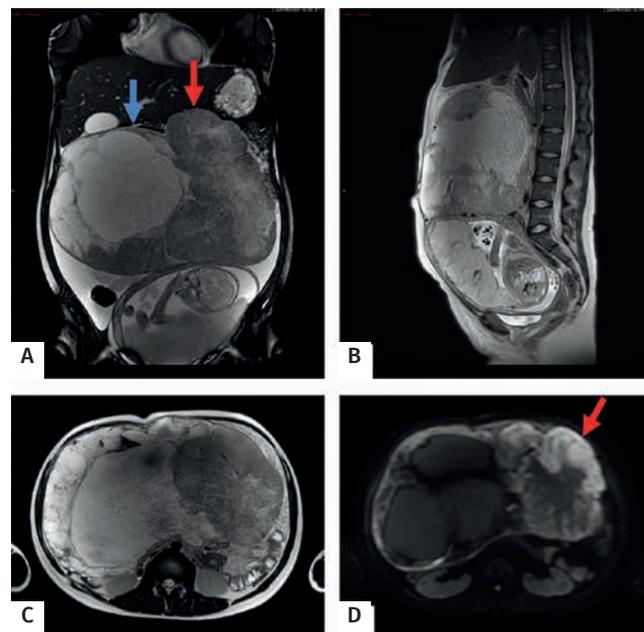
Ressonância magnética de abdome superior e pelve: (A) plano coronal ponderada em T2 *balance*, demonstrando massa com características expansivas, heterogênea, com componente cístico (seta azul) e sólido (seta vermelha), de contornos lobulados, ocupando grande parte da cavidade abdominal, superiormente ao útero, com maior componente em mesogástrio; (B) plano sagital ponderada em T2, demonstrando a lesão retificando o contorno do fundo uterino; (C) plano axial ponderada em T1, demonstrando heterogeneidade de sinal da lesão; (D) plano axial ponderada em difusão, demonstrando o componente sólido com difusibilidade restrita (seta vermelha) que se localiza à esquerda da linha média
